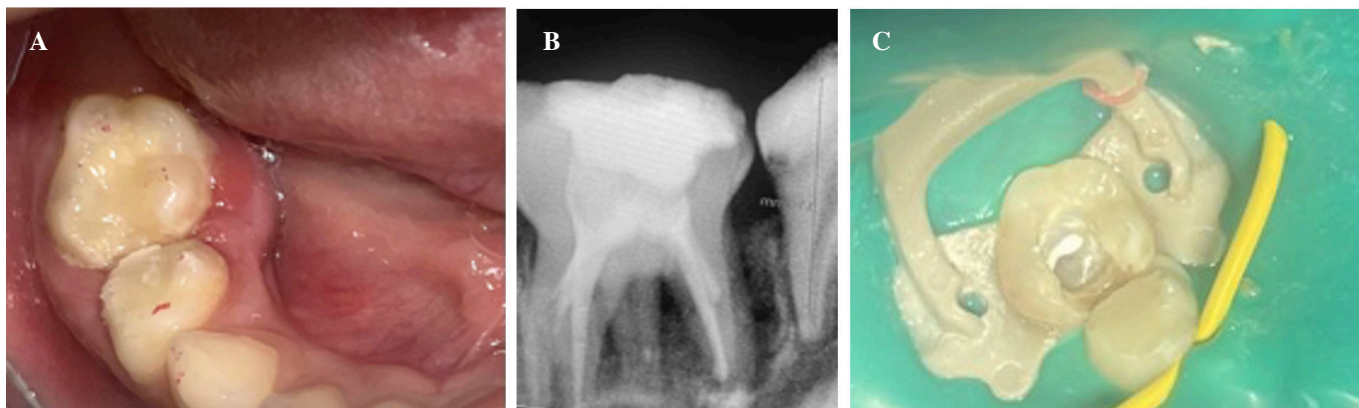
Caso clínico 1. A. Fotografía intrabucal donde se observa absceso a nivel de superficie lingual U.D. 8.5. B. Radiografía periapical control a los 7 días. C. Fotografía U.D. 8.5 bajo aislamiento absoluto.
